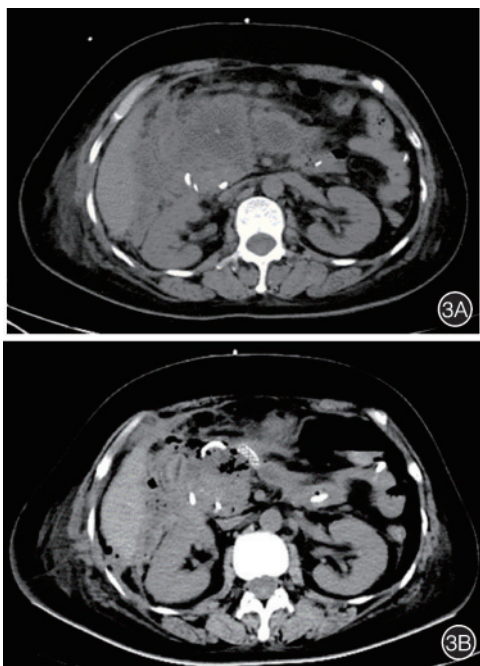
经胃联合经皮内镜治疗前后感染性胰腺坏死的影像学表现 3A:CT见治疗前感染性胰腺坏死面积大,累及胰腺及胰周;3B:CT见治疗后感染性胰腺坏死基本完全吸收
